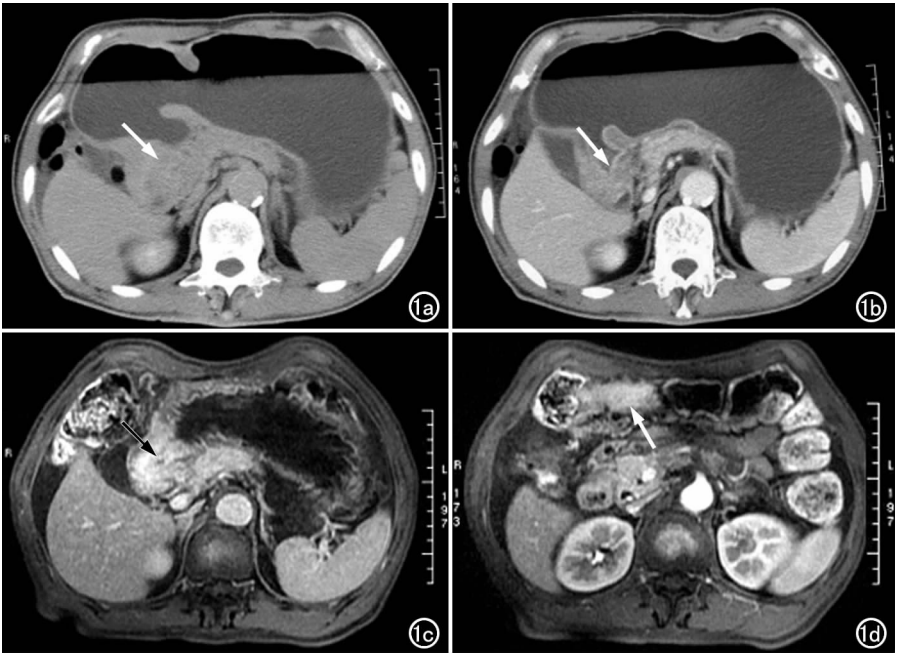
胃癌 T4 分期透浆膜侵犯胰腺并腹膜转移。a) CT 平扫示胃窦部后壁增厚,管腔变窄,可见软组织密度影,与正常胃壁分界不清(箭);b) CT 增强扫描示增厚胃壁全层强化,病变胃壁浆膜面毛糙,与胰腺之间的脂肪间隙消失(箭);c) MRI 动态增强扫描 LAVA 序列显示增厚胃壁全层明显强化,病变处浆膜面毛糙,与胰腺间脂肪间隙不清(箭);d) MRI 动态增强扫描 LAVA 序列,腹膜右前方可见软组织信号影,增强后可见明显强化(箭)。
